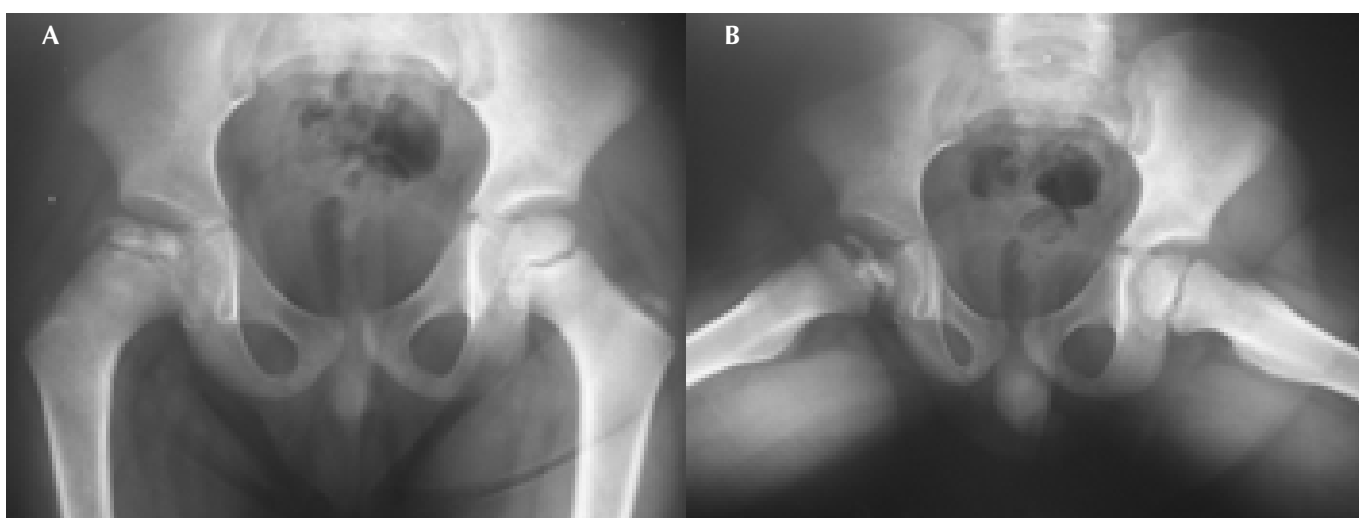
Radiografias do quadril (AP, A, e *frog-leg*, B) após o tratamento
